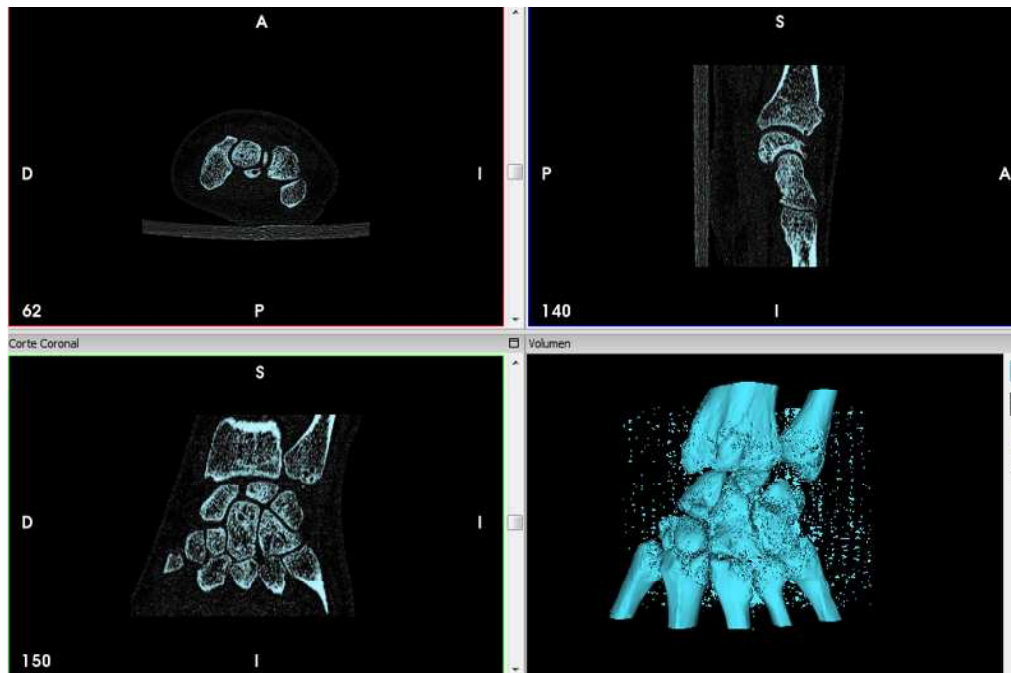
Imatge d'un TAC amb el programa InVesalius (TAC cedit per l'Hospital de Sant Celoni)
